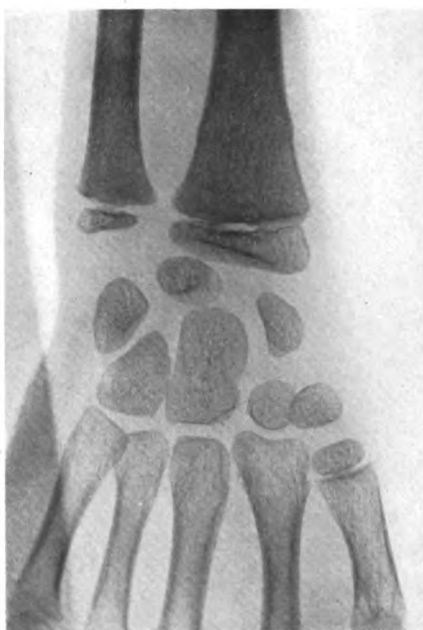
Radiographie de face. Pas de lésions visibles du carpe ni du métacarpe. Les épiphyses radiale et cubitale sont en place ; mais les bords de la diaphyse présentent à 2 centimètres au-dessus de l'interligne épiphysaire une sorte de renflement en dedans et en dehors. D'ailleurs on remarque sur le film même, que les travées osseuses sont à ce niveau un peu plus denses et plus tassées.
